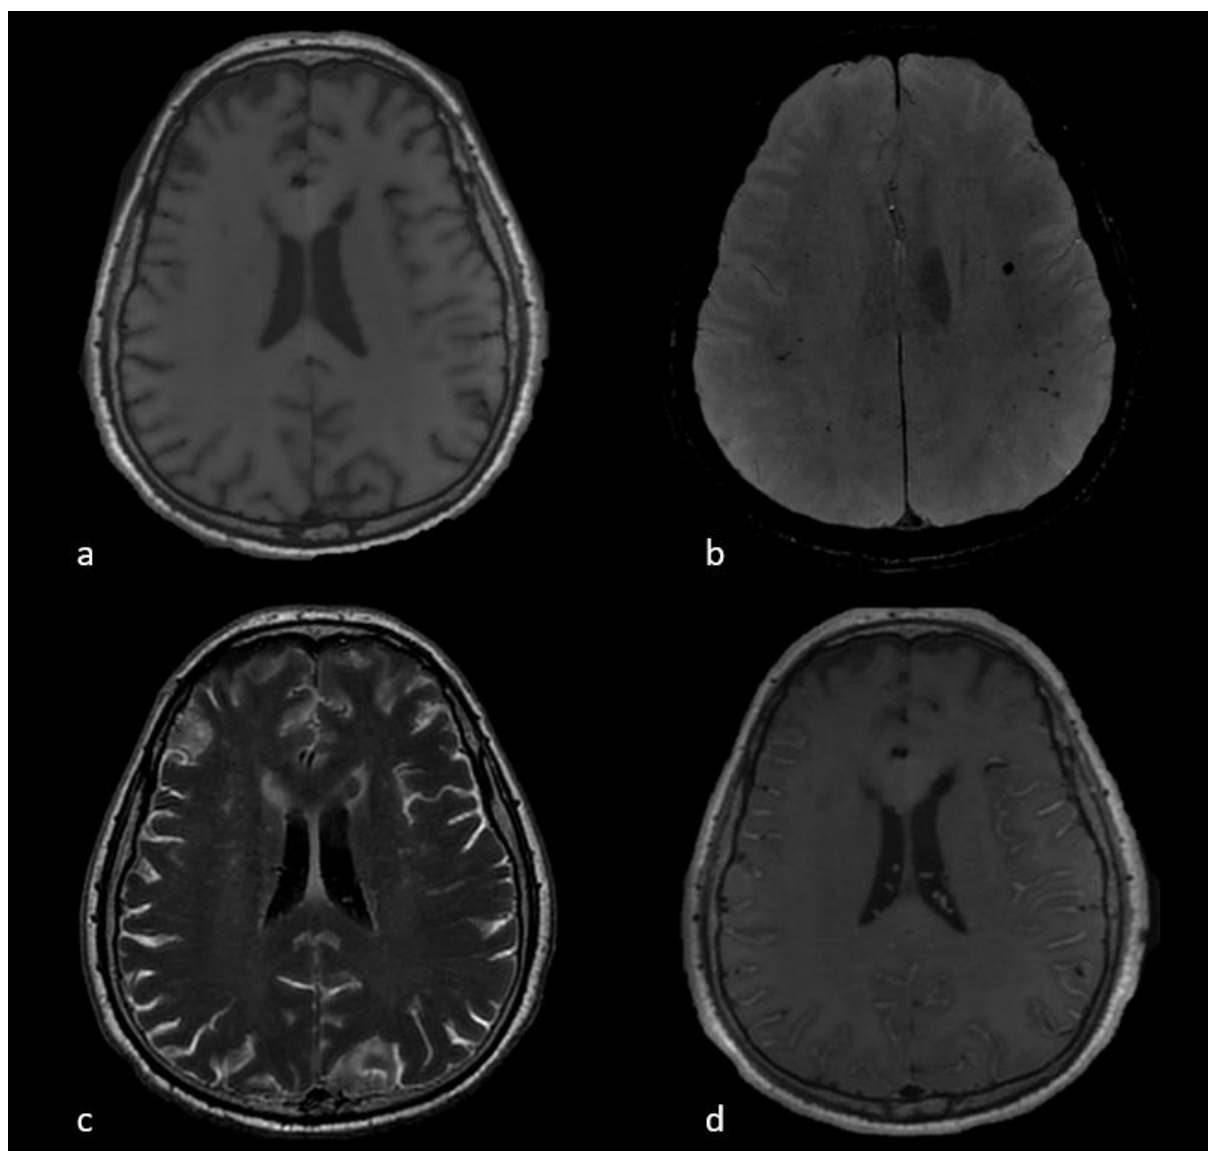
Leptoméningite diffuse (a,c,d) et foyers de microhemorragies (b) sur l'IRM cérébrale d'un patient de 62 ans avec retard de réveil
